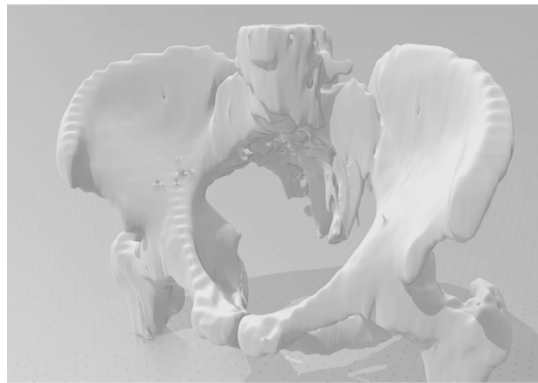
Stufenbildung im 3D-Modell bei 5mm Schichtdicke in der CT
